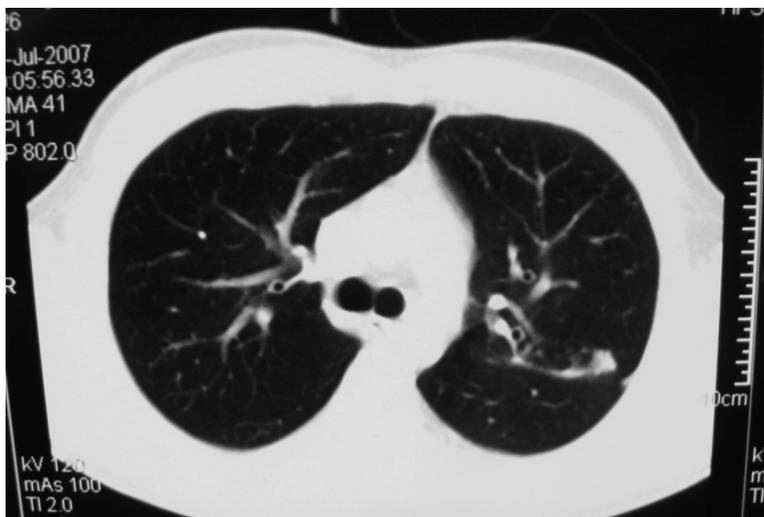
Компьютерные томограммы после прекращения левостороннего ИП через 5 месяцев комплексного лечения. На месте полости распада определяется рубец неправильной формы и группа очагов.
